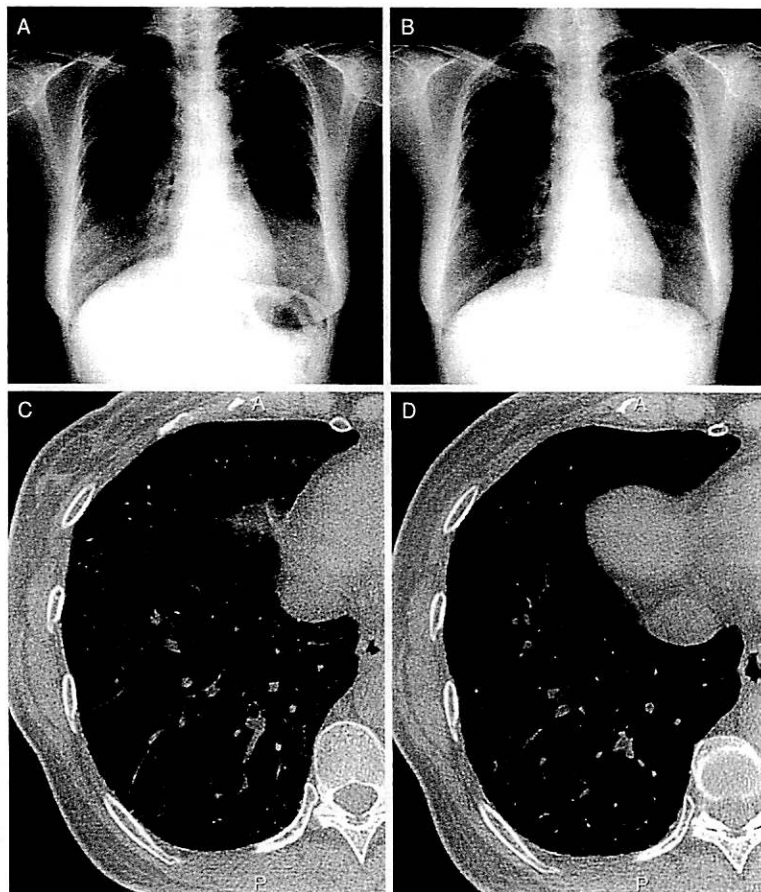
GM-CSF吸入治療が奏功した症例の胸部X線と高分解能CT
